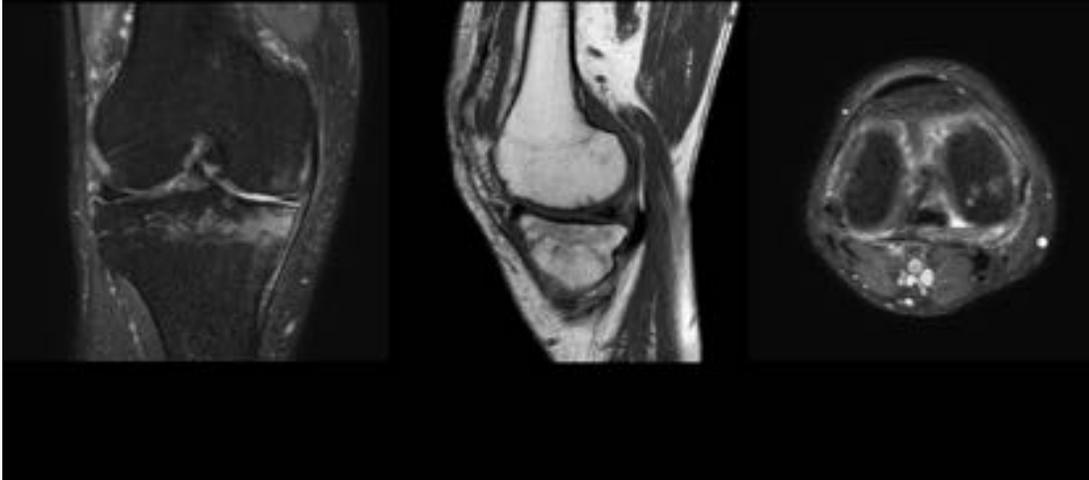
Artrosis. Semiología radiológica en RM.
